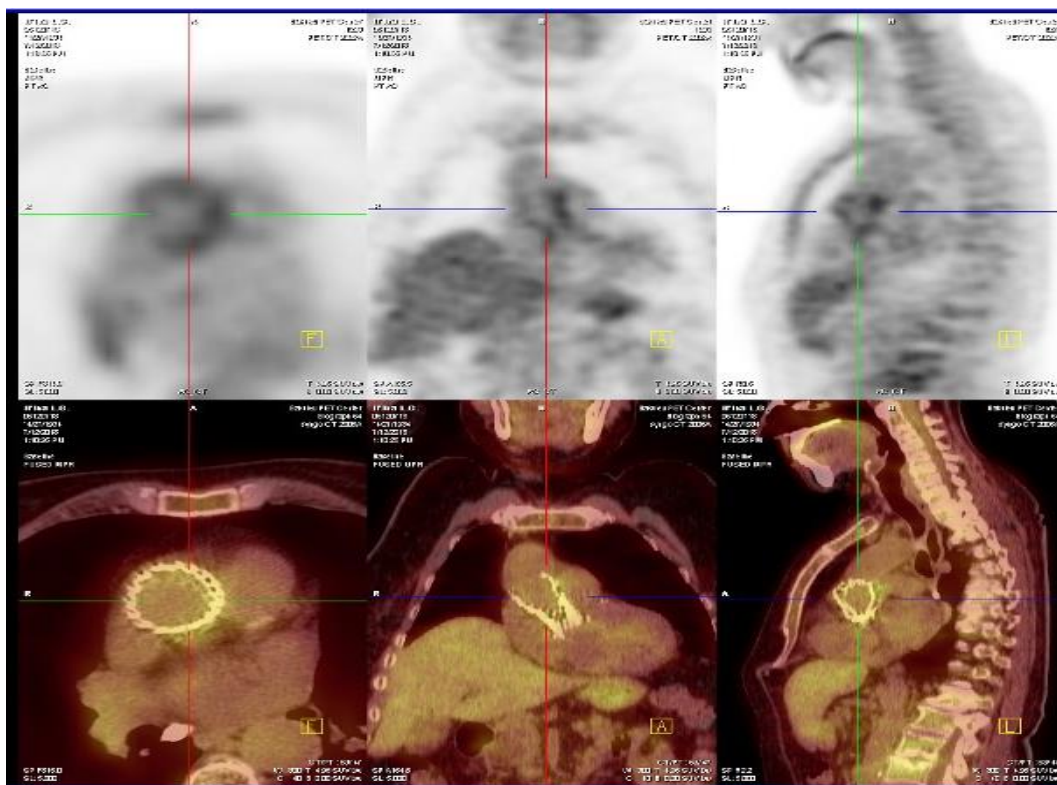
Пациент №2, 7 месяцев после транскатетерной имплантации клапана. ПЭТ КТ с 18 фтордезоксиглюкозой, патологический гиперметаболизм в проекции биологического протеза аортального клапана.
